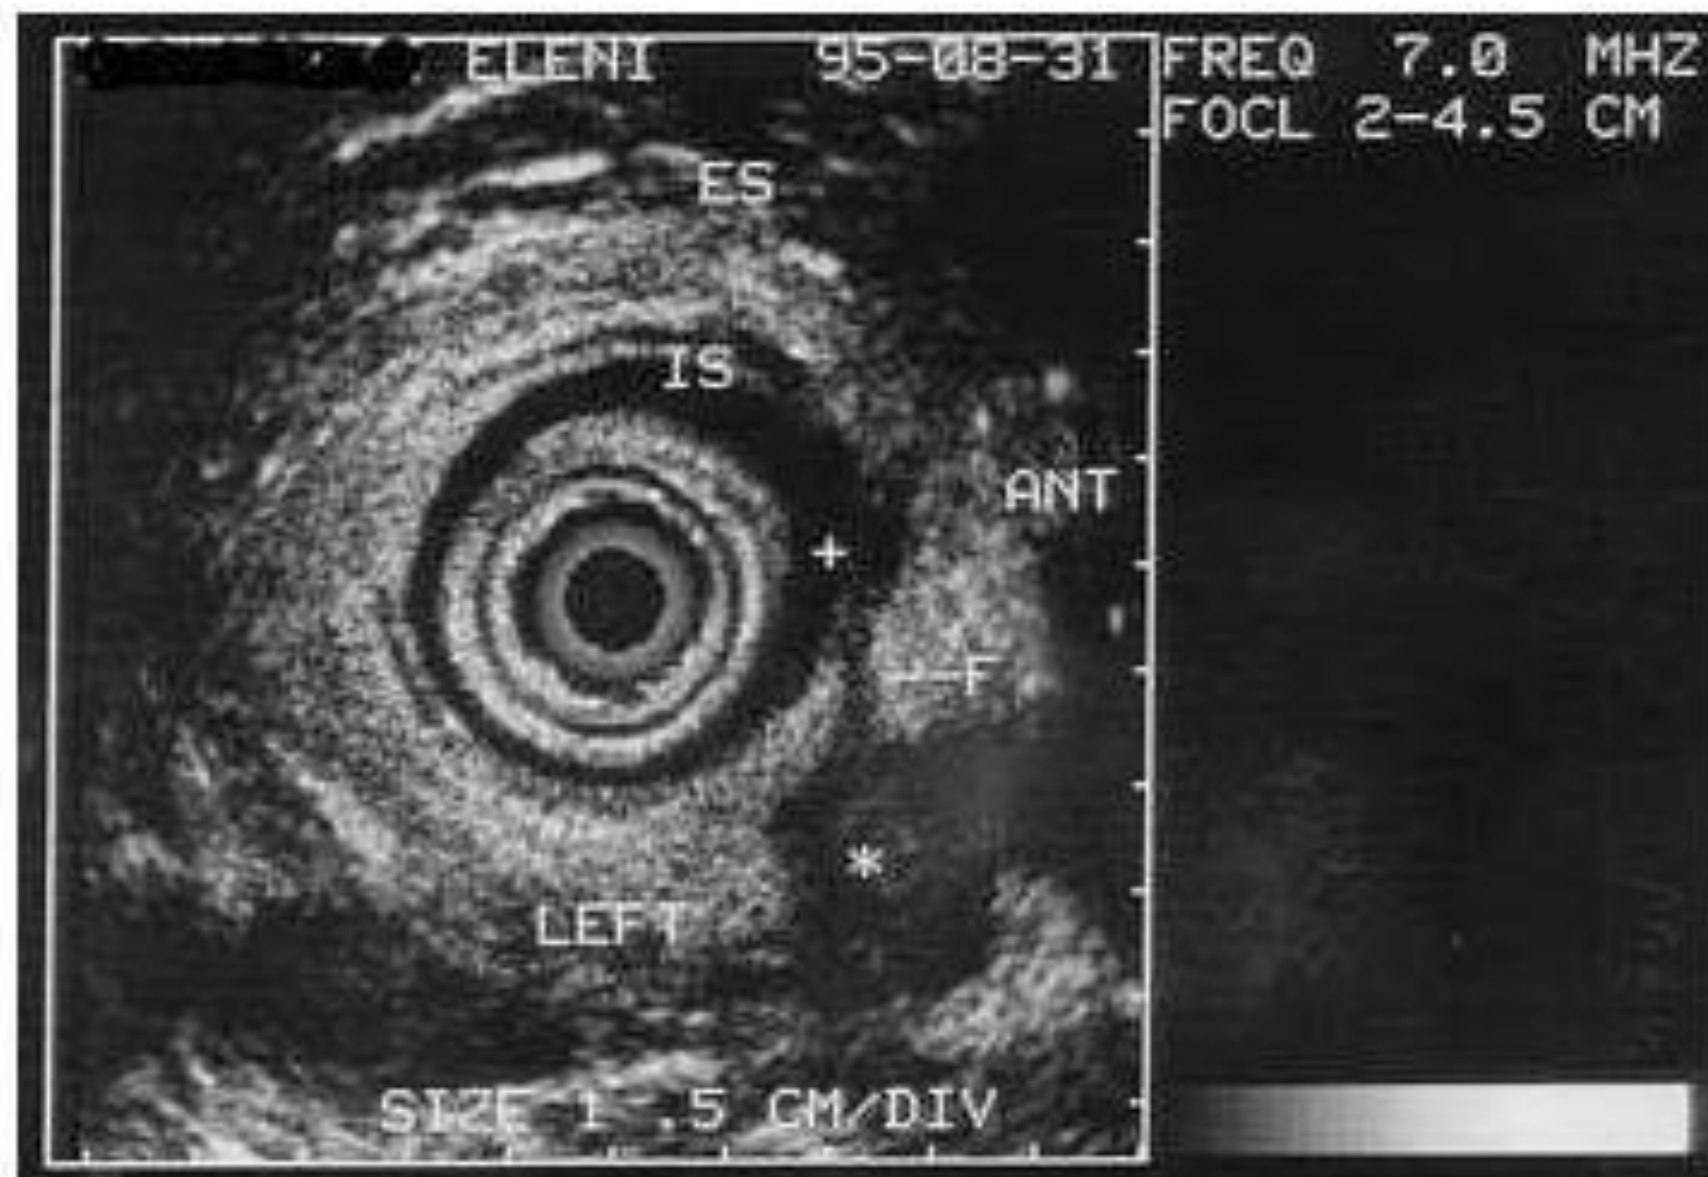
Endoanal ultrasound in a patient with perianal fistula (external opening at the 5th hour). The internal opening at the 12th hour and the fistula tract are clearly seen.
